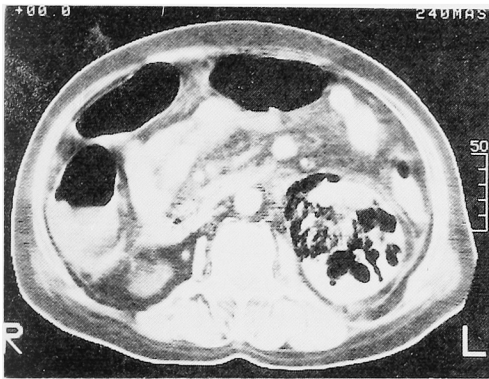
plain CT：同じく、腎実質および腎周囲にガスが存在する。
